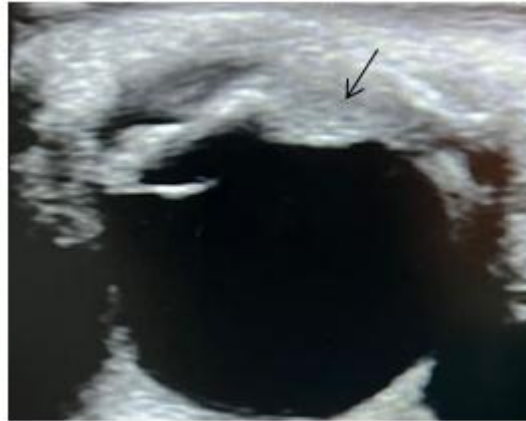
Ultrasonido ocular transpalpebral Modo B.
